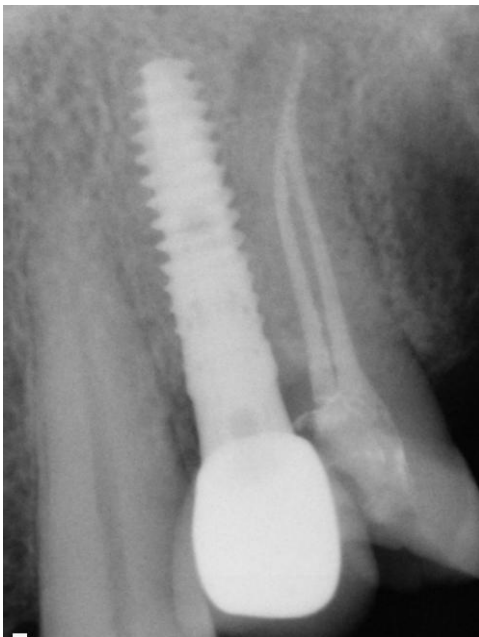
Прицельная рентгенограмма 25 зуба. Применение вращающихся никель-титановых эндодонтических инструментов системы "Easy Shape" (Komet/Gebr.Brasseler, Lemgo, Germany)
